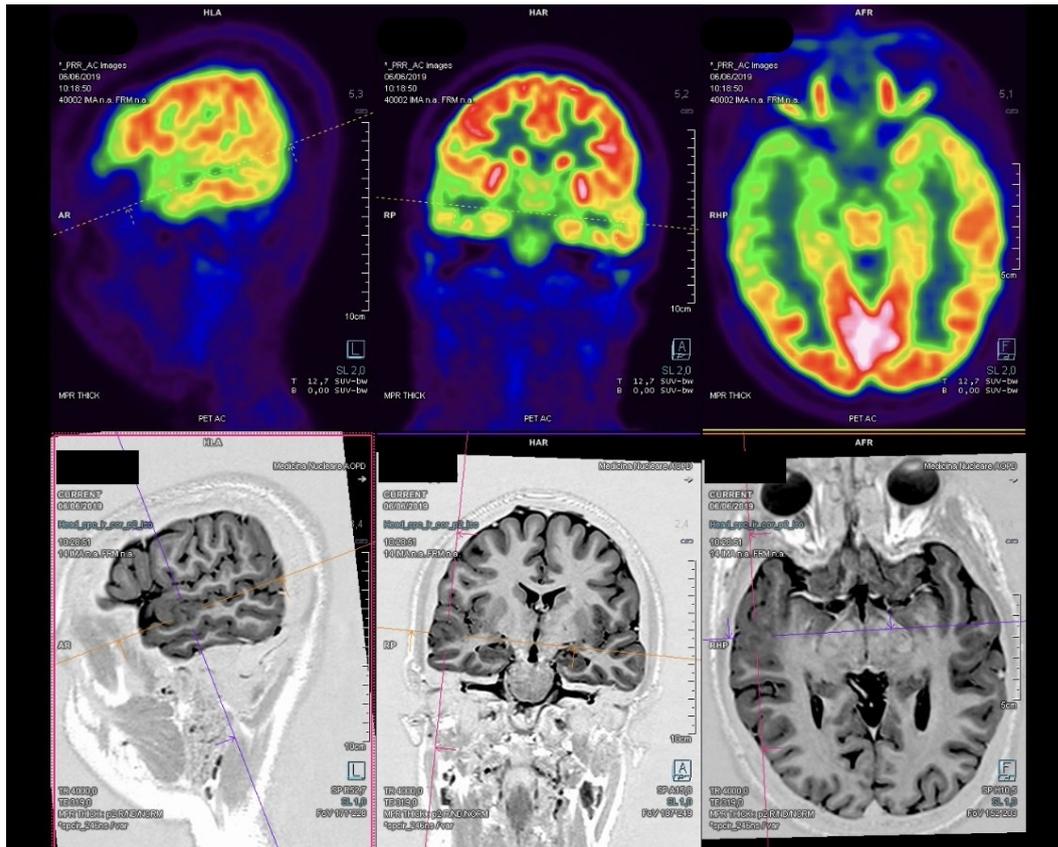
Risultato della 18F-FDG PET/MRI ibrida nel paziente 4.
